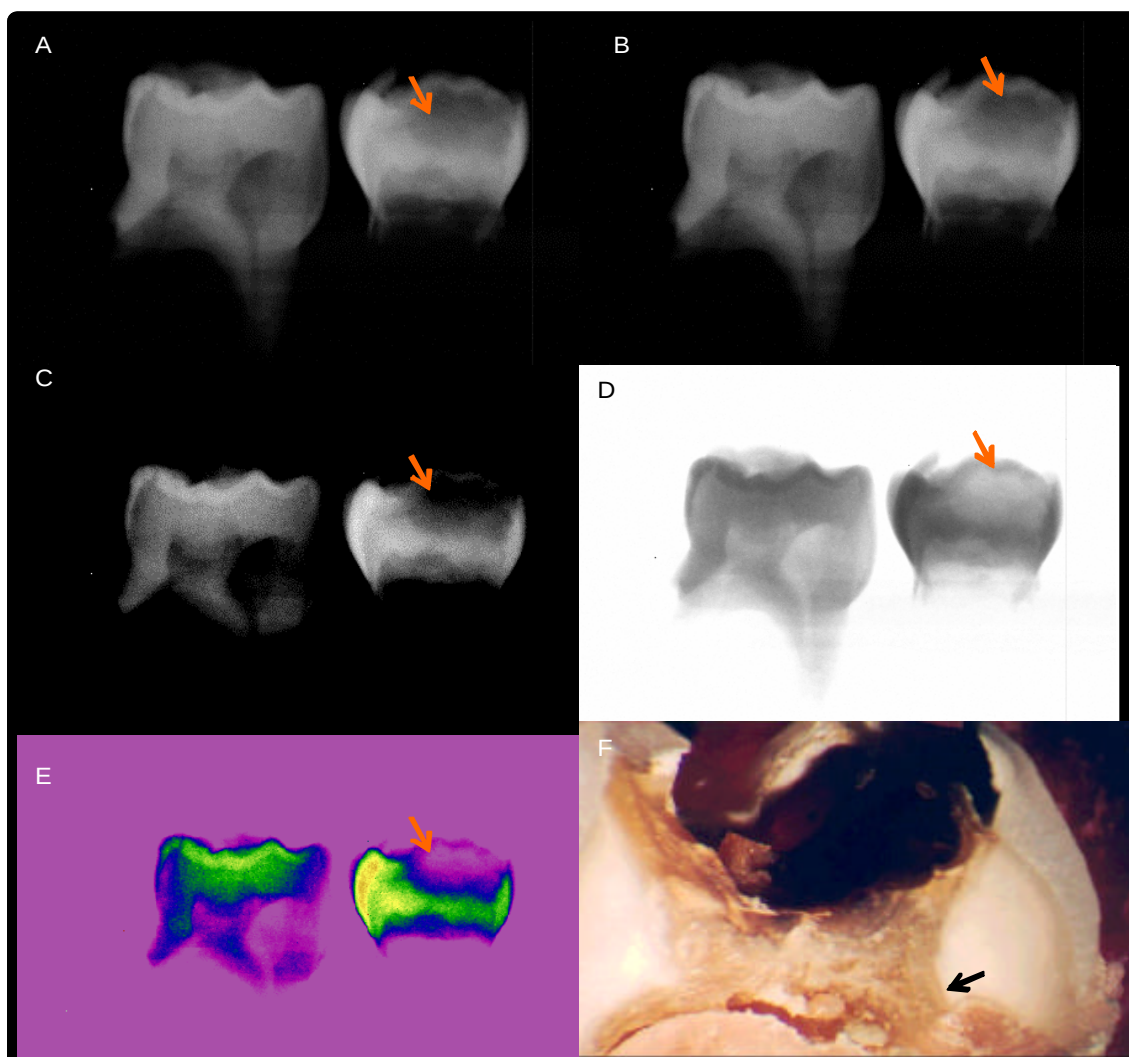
A presença da seta indica a localização do sítio número 37 Em A - radiografia convencional classificada como escore 4, em B - radiografia digital direta como escore 4, em C - radiografia digital direta com ajuste do contraste e brilho como escore 4, em D- radiografia digital direta com reversão dos tons de cinza 2, em E- radiografia digital direta com colorização 3 e em F- lupa estereoscópica como escore 4
